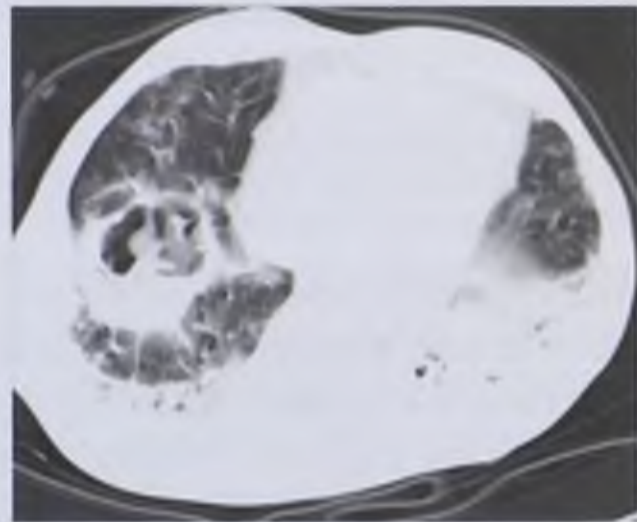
Компьютерная томограмма. Острый абсцесс правого легкого
